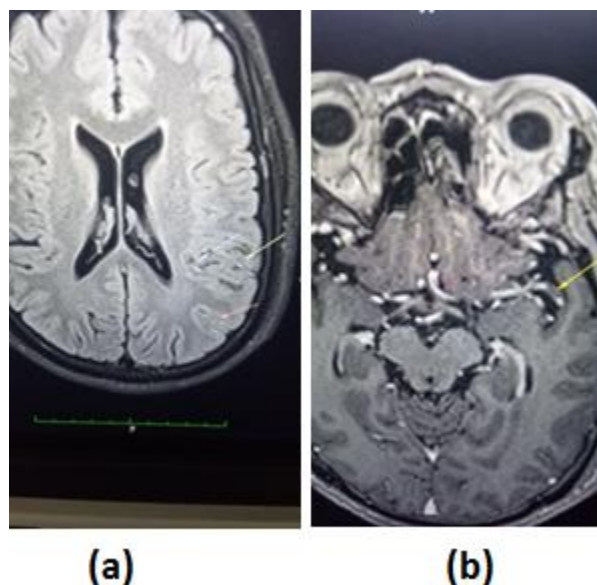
Caillot M1 gauche avec ralentissement des branches sylviennes Sur FLAIR
